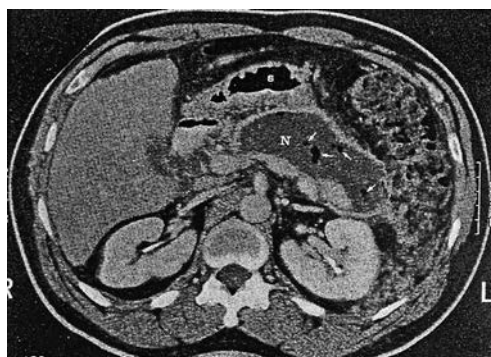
Necroză pancreatică infectată, pe imagistica CT peste 50% este necroză cu lichefiere încapsulată, cu bule de aer
